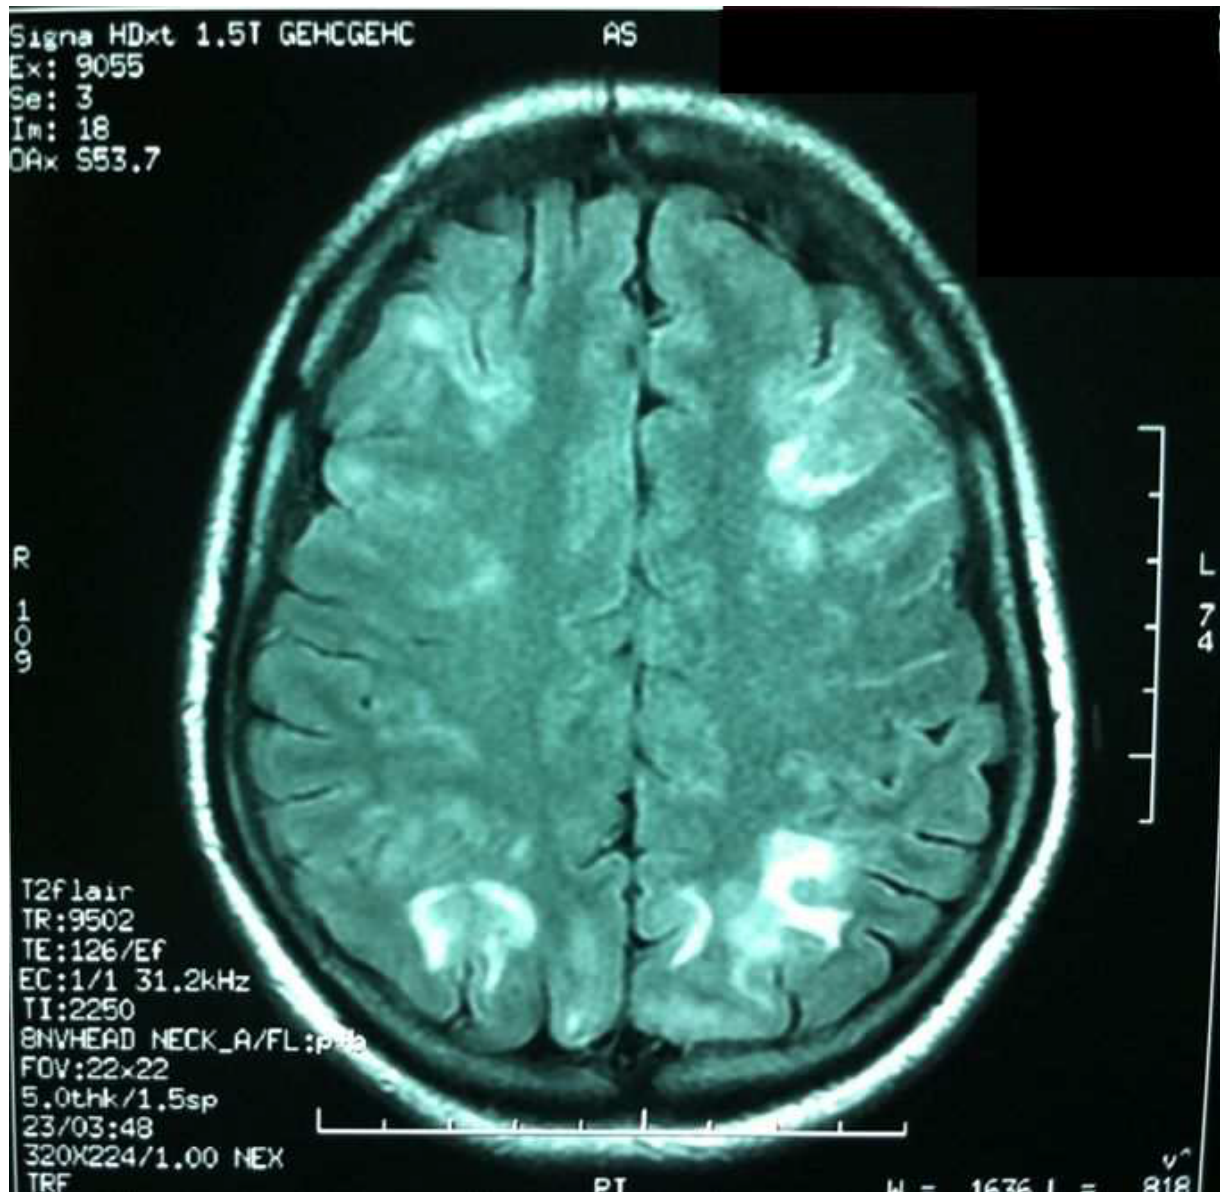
Imagerie par résonance magnétique (IRM) encéphalique, coupe axiale, séquence FLAIR: Hypersignaux de la substance blanche sous-corticale au niveau frontal et pariétal bilatéral.
